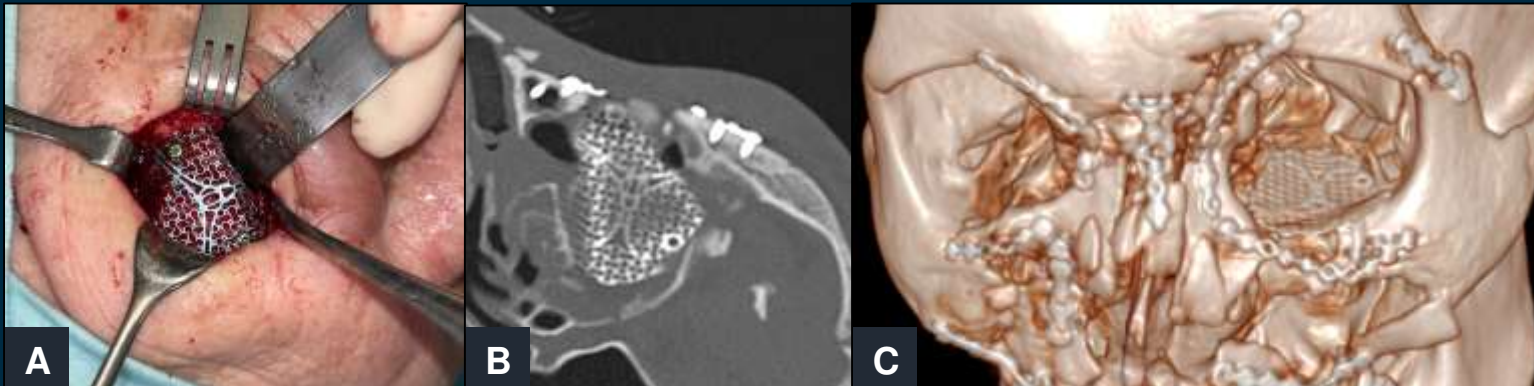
A: imagen quirúrgica de malla metálica en reborde superolateral orbitario. B y C: imagen axial de TC ventana hueso (B) y reconstrucción 3D (C) de paciente con fractura de Lefort II derecho y III izquierdo, reducidas y fijadas con miniplacas y tornillos a nivel frontal, maxilar y malla en suelo de órbita izquierda.
